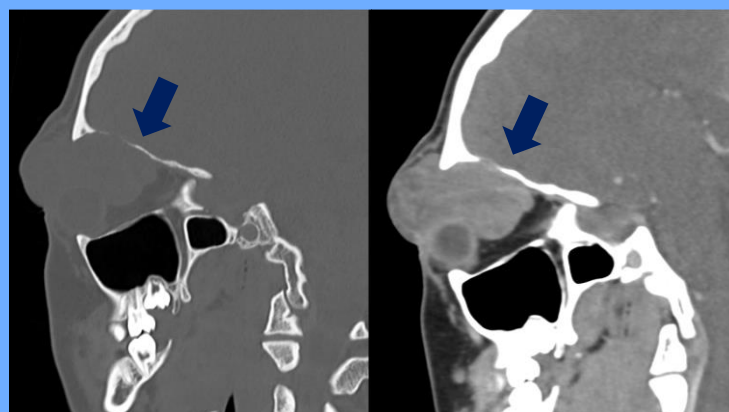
TC de órbita izquierda, reconstrucción sagital, ventana ósea y de tejidos blandos.
